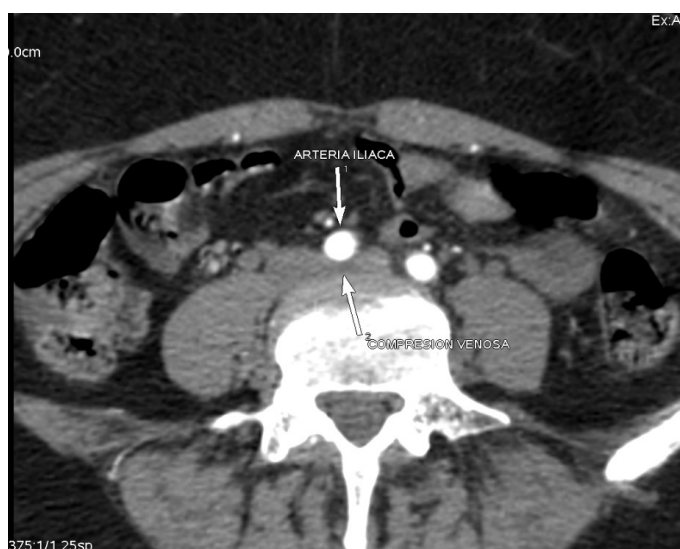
B. TC de abdomen y pelvis con contraste endovenoso (tiempo arterial) en corte axial, donde se observa compresión venosa a nivel del nacimiento de la vena iliaca primitiva izquierda por arteria iliaca derecha y cuerpo vertebral lumbar (L5) a dicho nivel.
